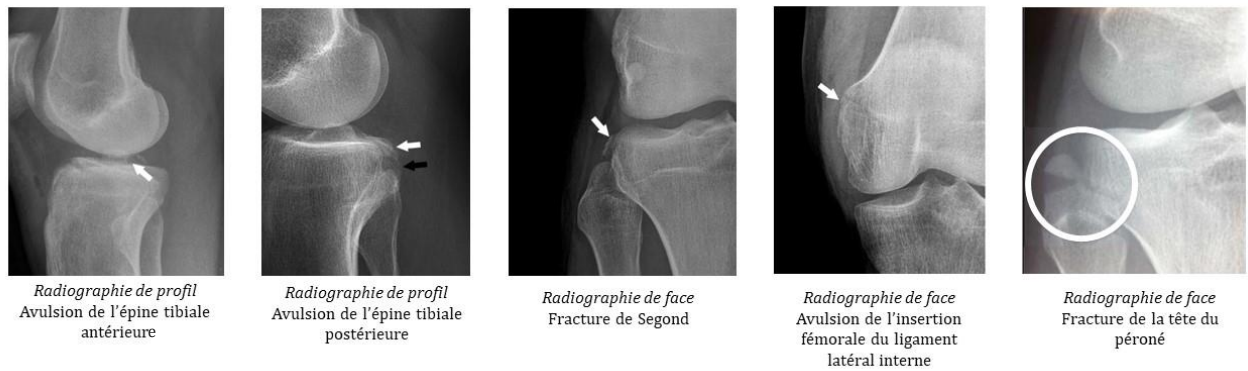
Clichés de radiographie suite à un traumatisme du genou [196]
